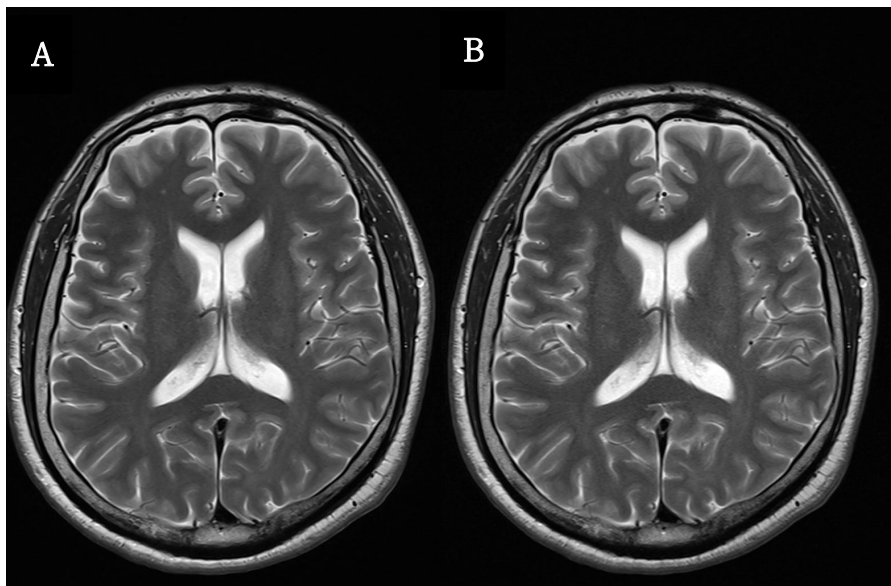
Comparison of T2 (A) and Q-T2 (B) overall image quality in brain MRI.
